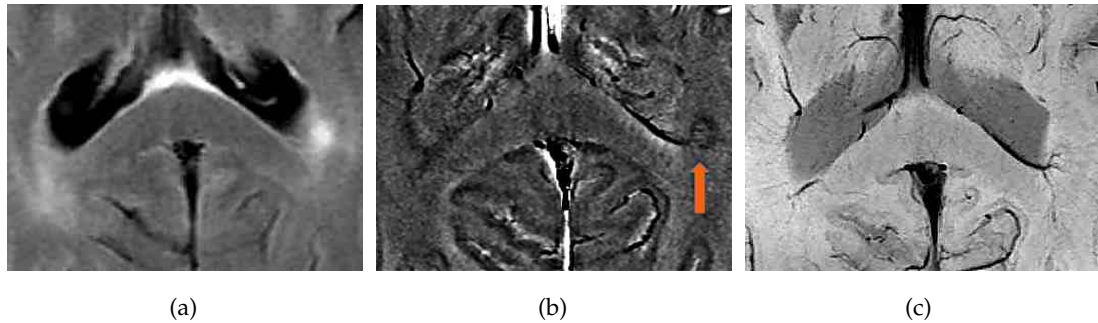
Im Phasenbild (b) und der SWI-miP (c) ist gut zu erkennen wie die Vene zur MS-Läsion zieht (Pfeil) und sich in ihr aufteilt. Der korrespondierende Abschnitt ist in (a) im FLAIR-Kontrast abgebildet.
